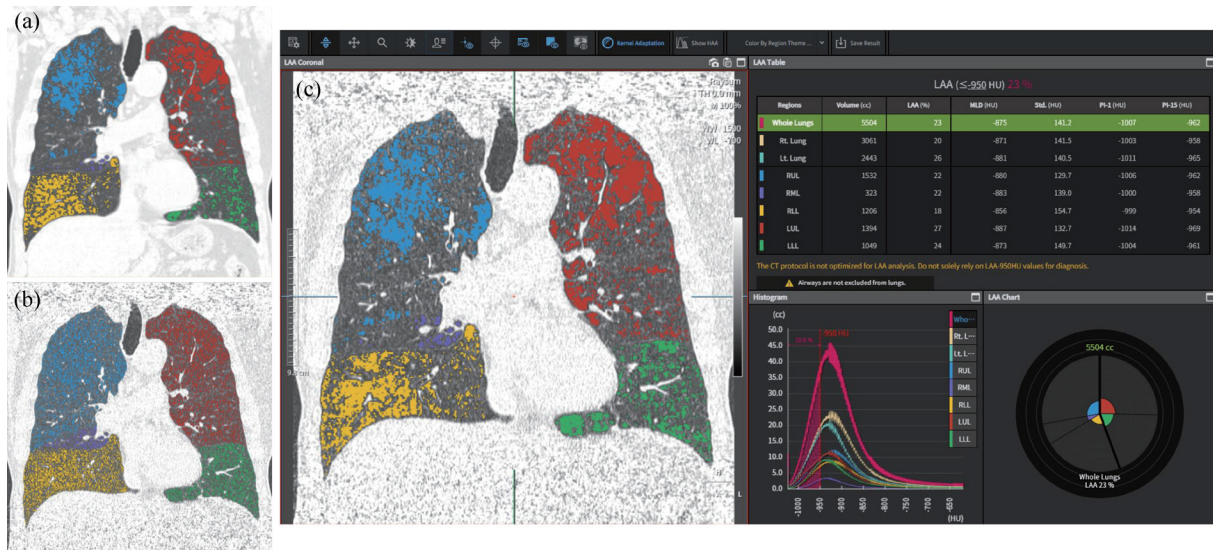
AVIEW COPD of Coreline Soft with kernel conversion. (a) Standard dose CT with soft kernel image, emphysema index was 24%. (b) Low dose CT with sharp kernel image, emphysema index was 28%. (c) Low dose CT with converted soft kernel. By applying kernel conversion, emphysema index was 23% which is nearly identical with emphysema index of standard dose CT with soft kernel.
